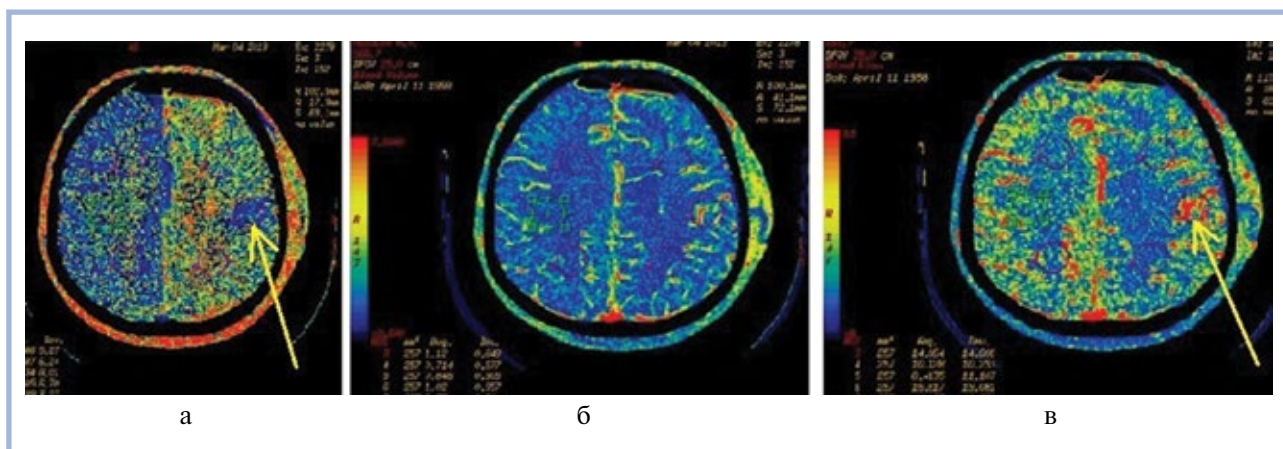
КТ-перфузионное исследование: локальная гиперперфузия («роскошная перфузия») регистрируется как зона повышенного кровотока (стрелка) СВФ (а) и кровенаполнения сосудов СВВ (б) по сравнению с областью сравнения с резко сниженным средним временем транзита крови МТТ (в).
